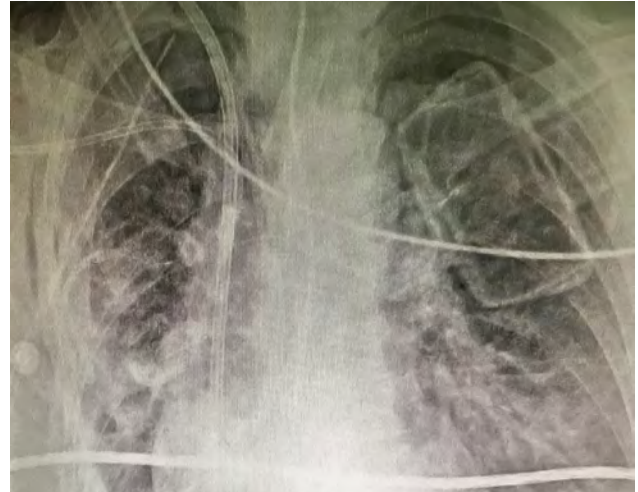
Radiografía posoperatoria.
